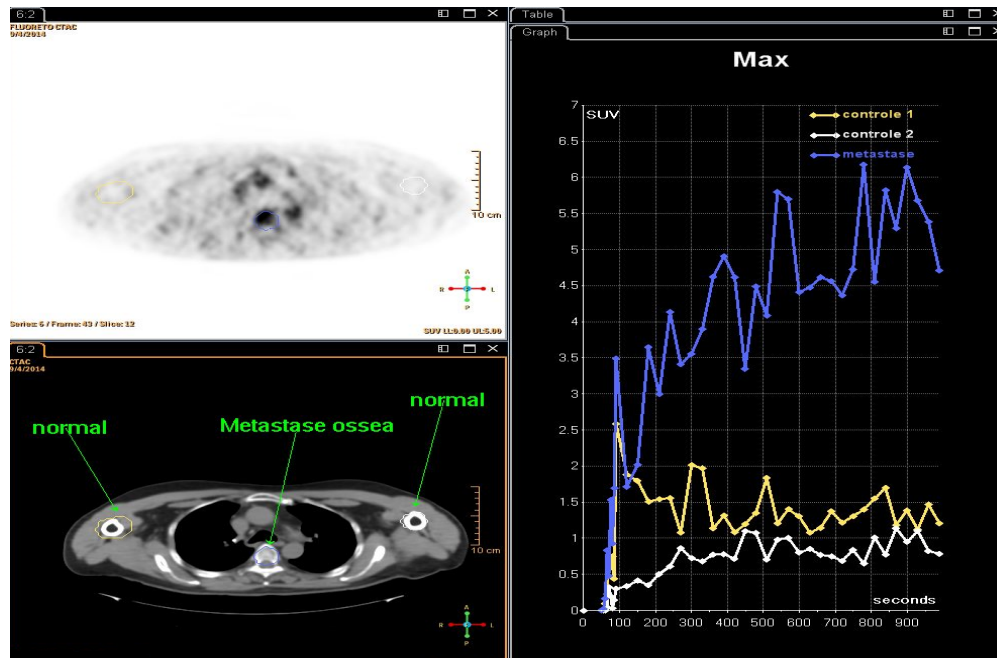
PET/CT dinâmico com NaF-¹⁸F, comparativo 2. Correlação entre ossos normais e metástase óssea.
